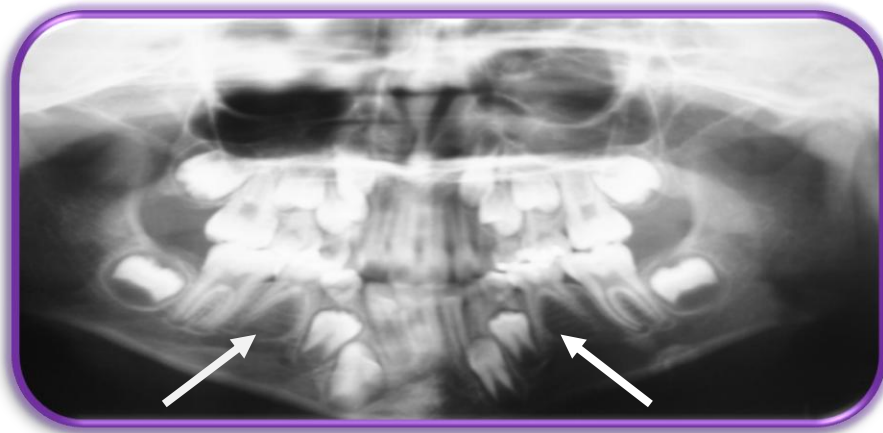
Radiografía panorámica de paciente con ausencia congénita de 35 y 45.
